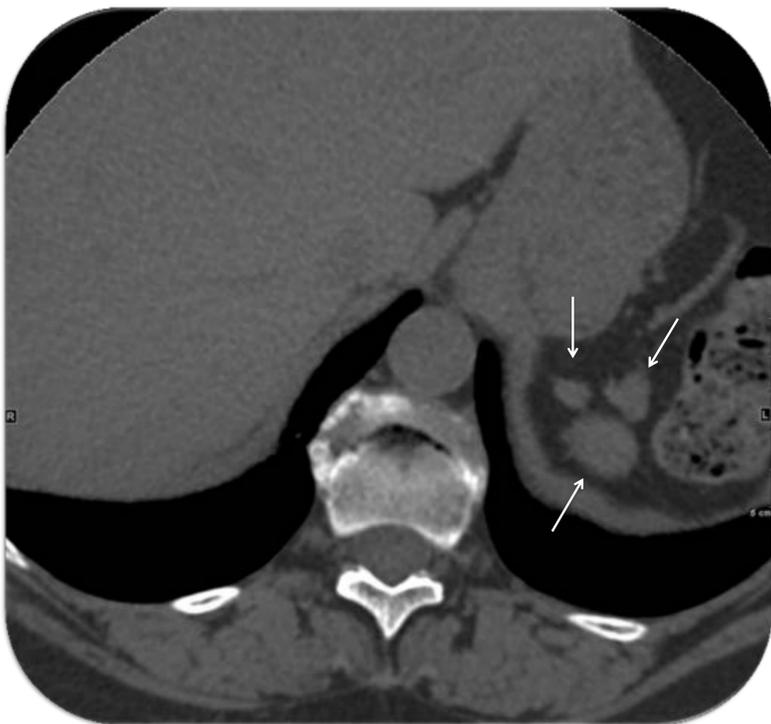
Hallazgo incidental en una TC de columna de focos de esplenosis en hipocondrio izquierdo (paciente esplenectomizada)
